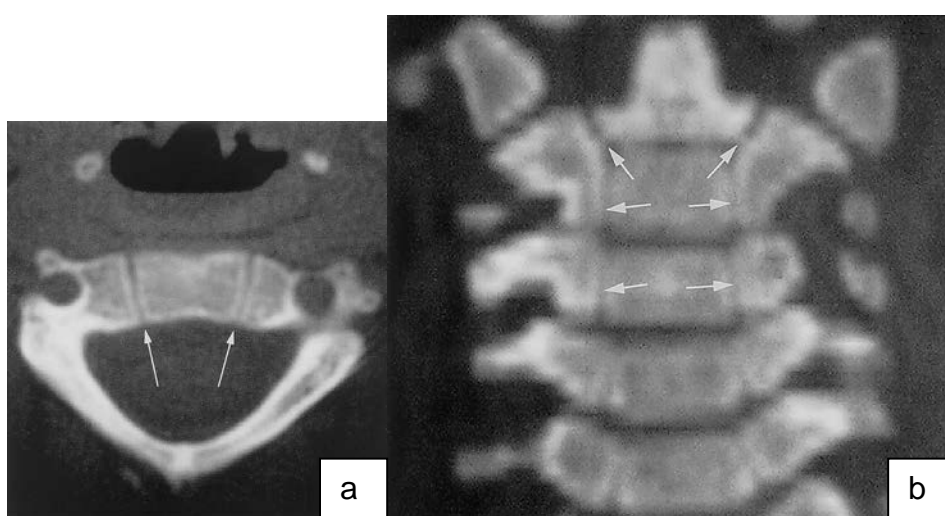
Tomografia computadorizada de criança de C1 a C5, com as sincondroses abertas, conforme descrito no texto.
